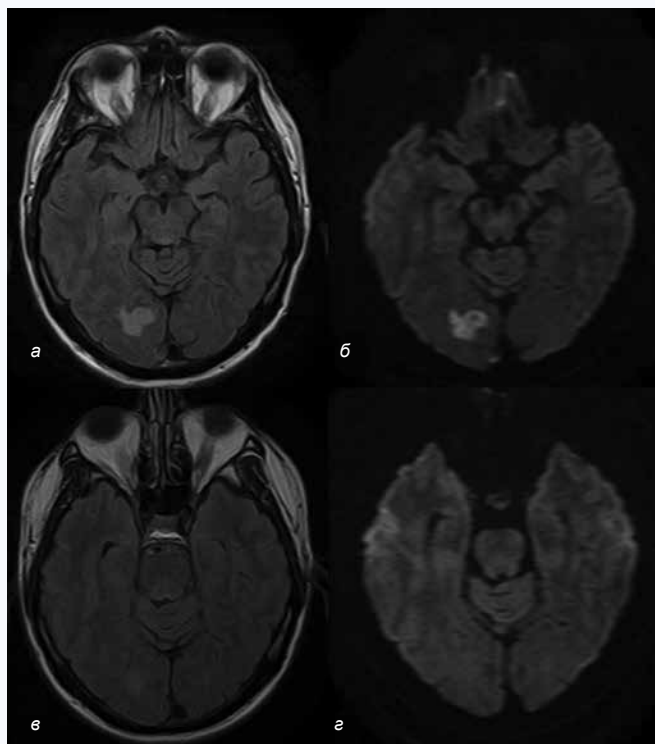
Динамика интенсивности сигнала очага венозного ишемического инсульта в правой затылочной доле при тромбозе правого поперечного дурального синуса без развития инфаркта/некроза (а – на первичном T2FLAIR; б – на первичном DWI) через 3 мес. при повторном МР-исследовании – значительное уменьшение интенсивности сигнала на T2FLAIR (в) и исчезновение признаков вазогенного отека на DWI (г)
